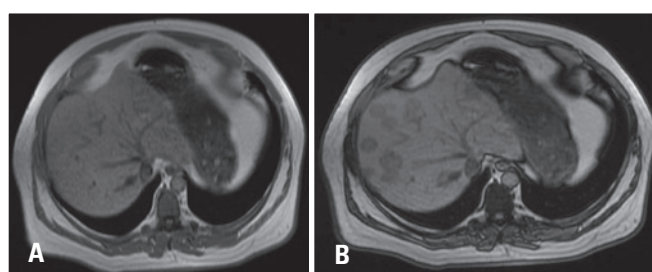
Imagem de ressonância magnética em sequências gradiente eco. (A) Imagem em *in phase* mostra imagens nodulares pouco evidentes no meio do parênquima hepático. (B) Imagem em *out phase* mostra queda de sinal das lesões, que ficam evidentes, apontando para seu conteúdo gorduroso intracelular
